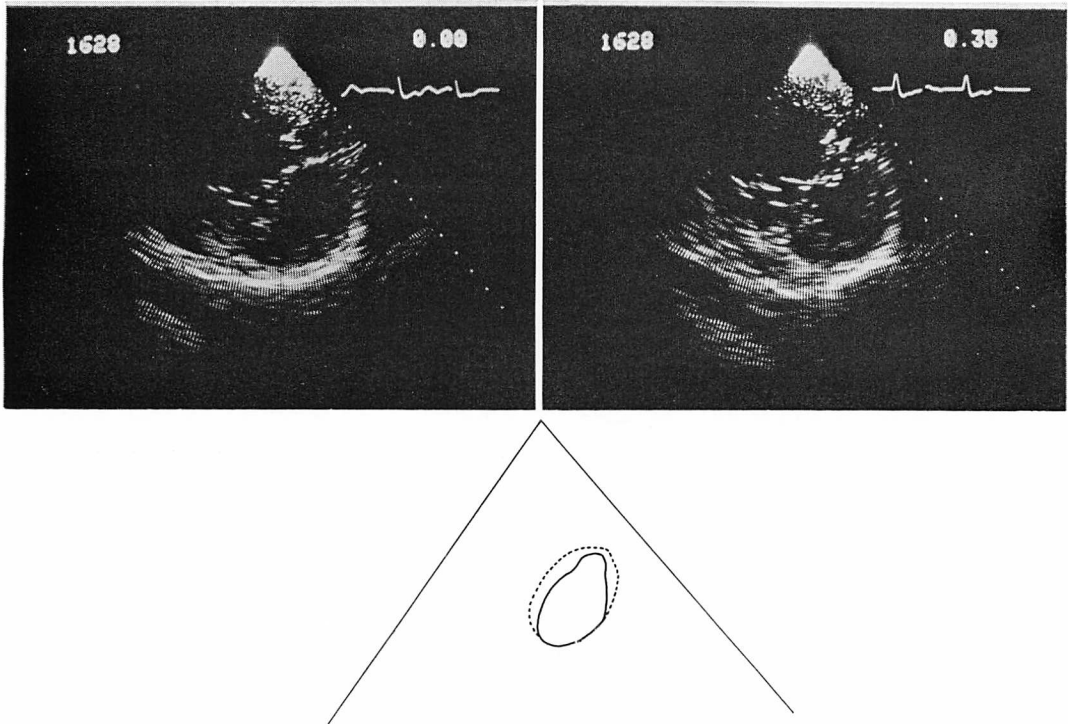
Short axis cross-sectional echocardiograms of the left ventricle from a patient with mitral stenosis who has a severe degree of subvalvular lesion.
